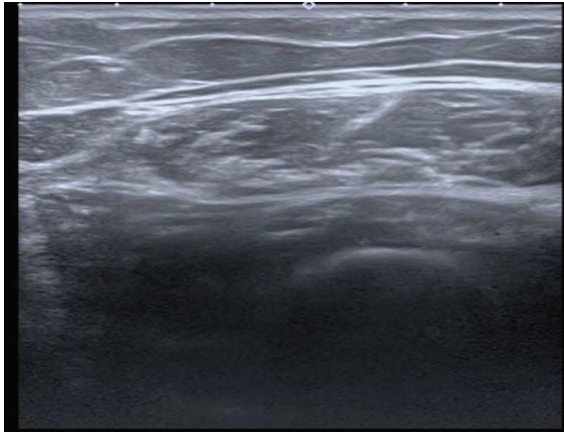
Ultrasound examination of the right quadriceps muscle of patient A
